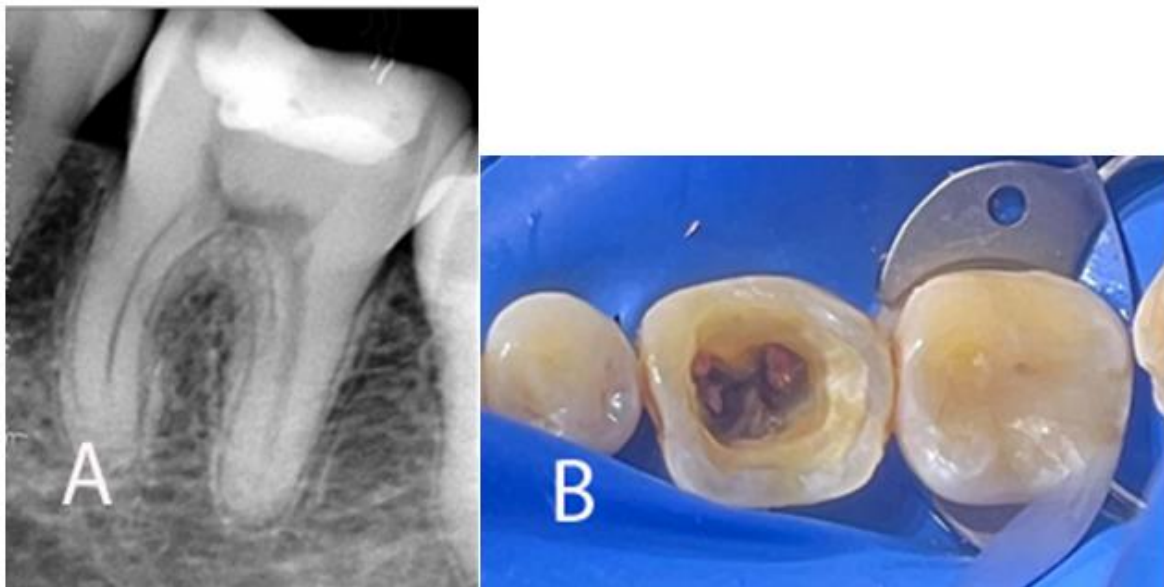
A. Radiografía periapical del órgano dentario 3,6. Se observa la proximidad del material restaurador provisional al cuerno pulpar. B. Pieza aperturada y retiro de 2mm de gutapercha para la corona clínica.
